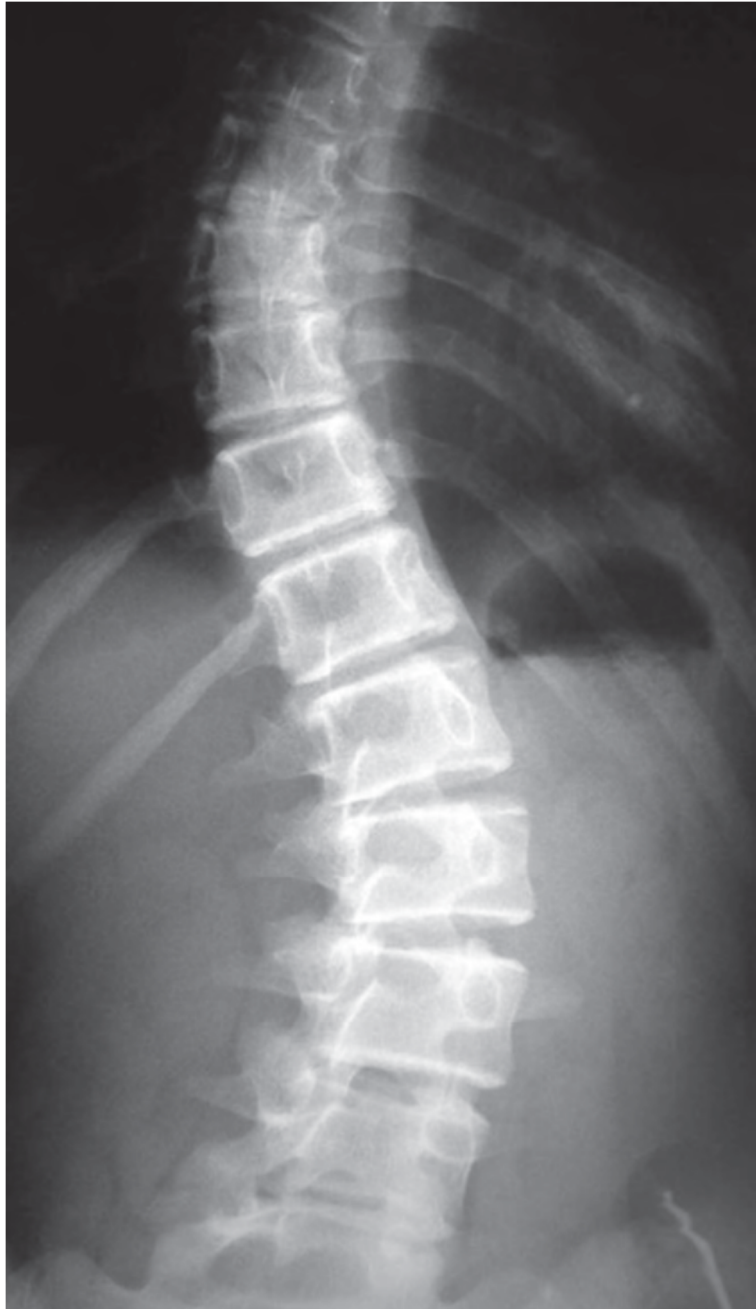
Radiografia convencional de um paciente com Escoliose Idiopática do Adolescente [22].
